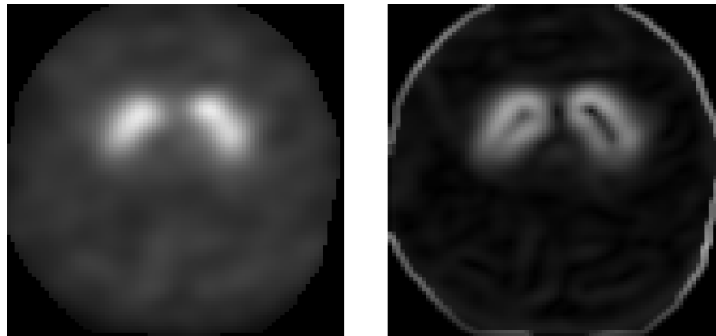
Ejemplo del corte axial de una imagen FP-CIT SPECT del repositorio PPMI (izquierda) y la magnitud del gradiente de la imagen (derecha).
